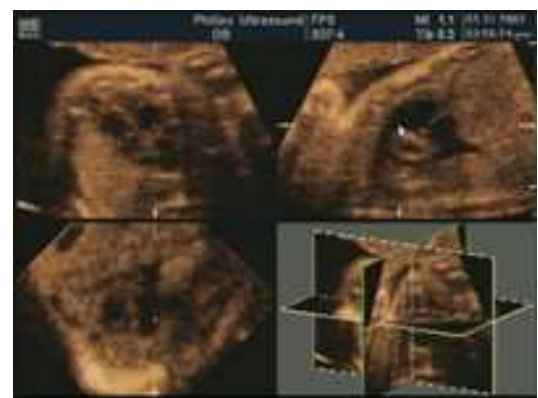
Échographie 3D temps réel.
